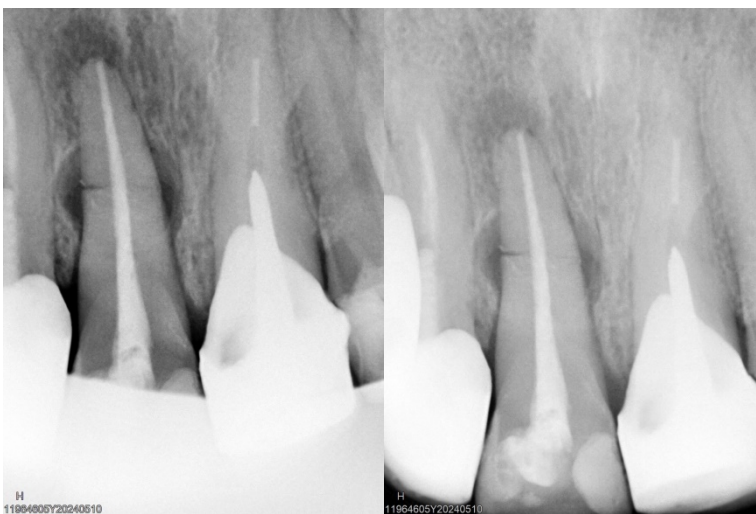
Radiografías post operatorias inmediatas.
